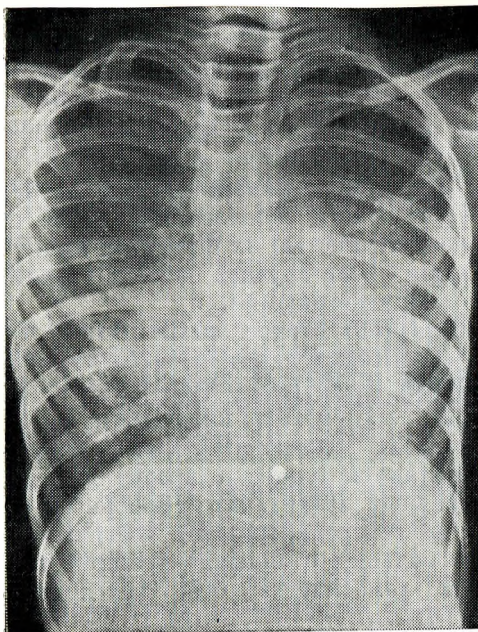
12. Рентгенограмма грудной клетки, выполненная в заднепередней проекции, при белковой дистрофии легких. Виден диффузный альвеолярный инфильтрат.
